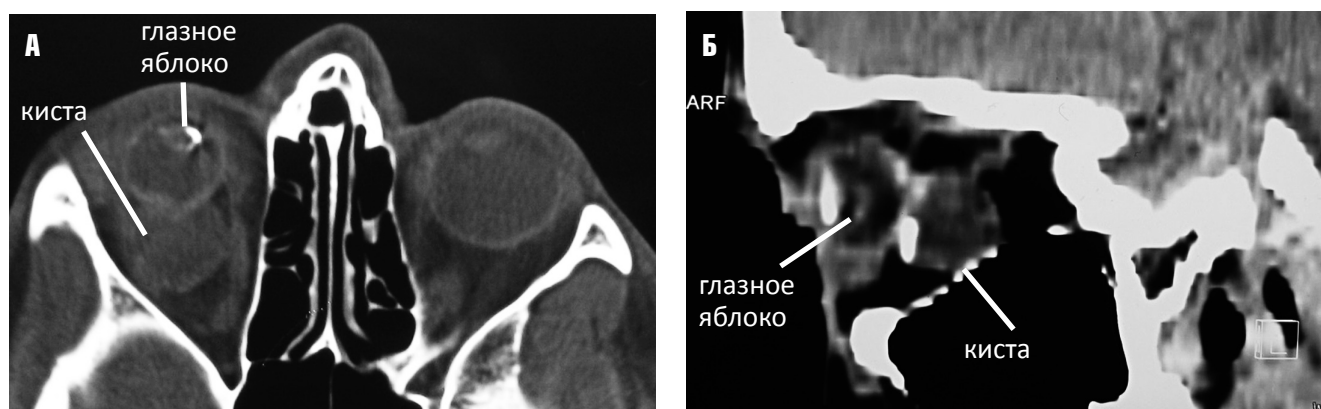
А — компьютерная томограмма обеих глазниц в аксиальной проекции; Б — компьютерная томограмма правой глазницы в боковой проекции (картина двойного глаза ("double globe")). На обеих томограммах видно новообразование правой глазницы, примыкающее к заднему полюсу глазного яблока
